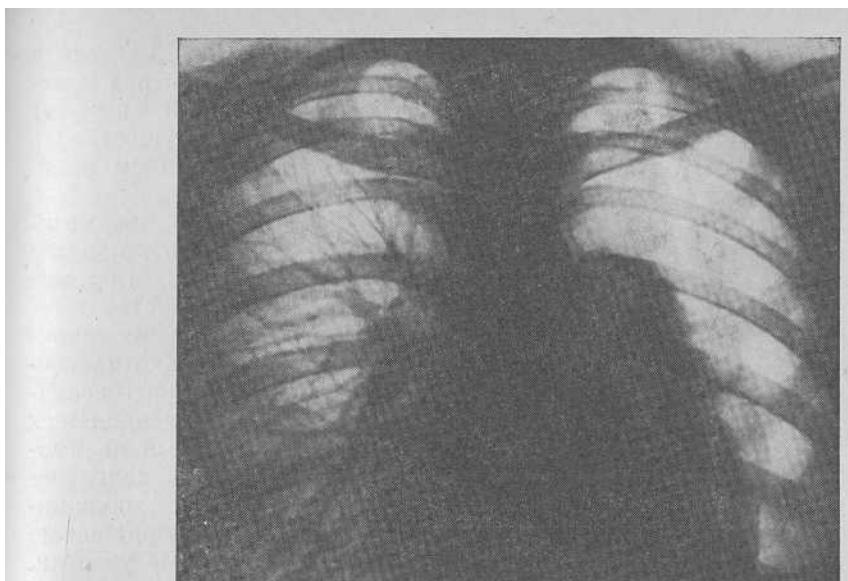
Искусственный пневмоторакс полный. Рентгенограмма.
